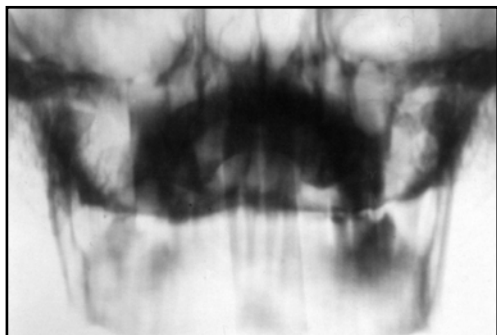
Томограмма ВНЧС в прямой проекции, полученная на трохоскопе в положении пациента лежа на спине
